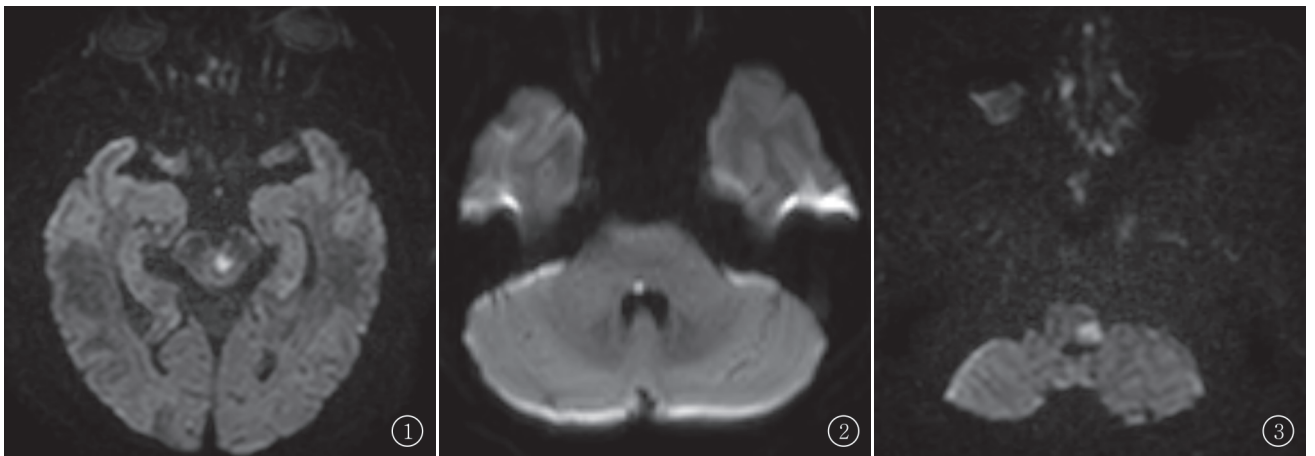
~3 ALI 后复视患者 DWI 图像，中脑梗灶多位于动眼神经核层面 (图 1)，即大脑脚及下方层面中脑背侧导水管前方区域，脑桥病灶多位于展神经核层面 (图 2)，延髓病灶位于背外侧区域 (图 3)
